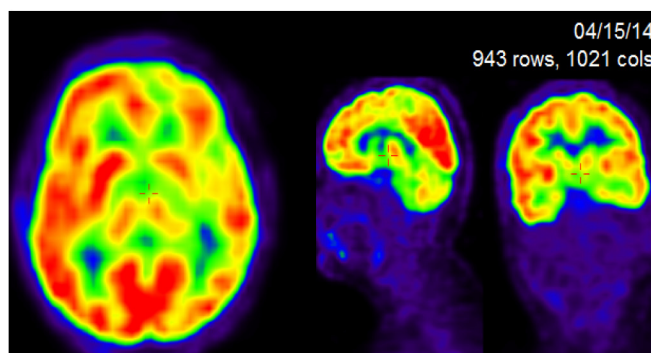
ПЭТ/КТ с ^{18}F -FDG головного мозга (состояние после лучевой терапии левой гемисферы по поводу олигодендроглиомы)
